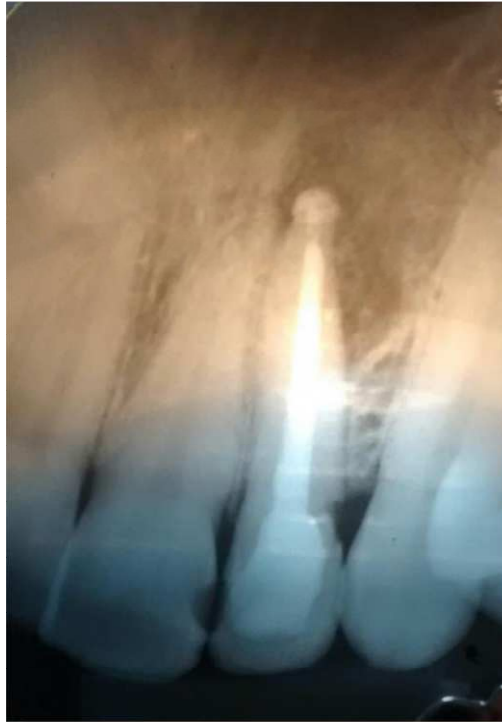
Radiografia de acompanhamento 6 meses após conclusão do tratamento.
